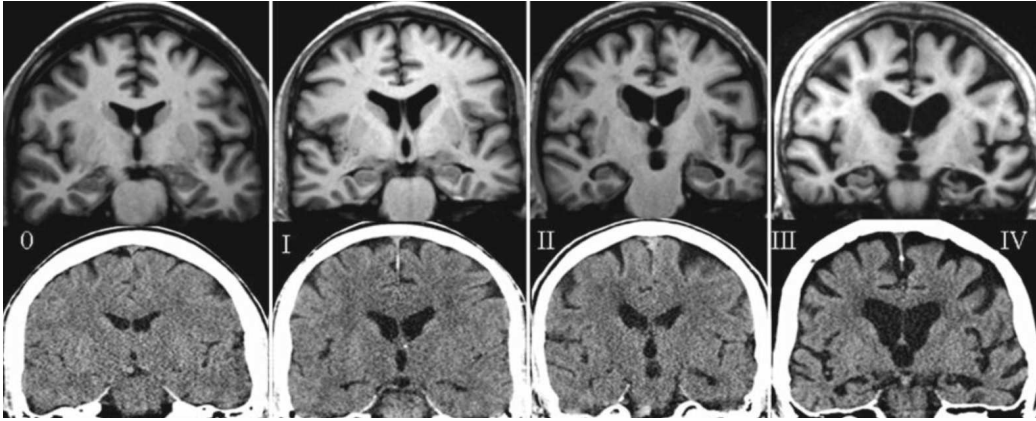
Échelle de notation visuelle de l'atrophie temporo-médiale selon Scheltens en coupes coronales en IRM et en scanner (125)
